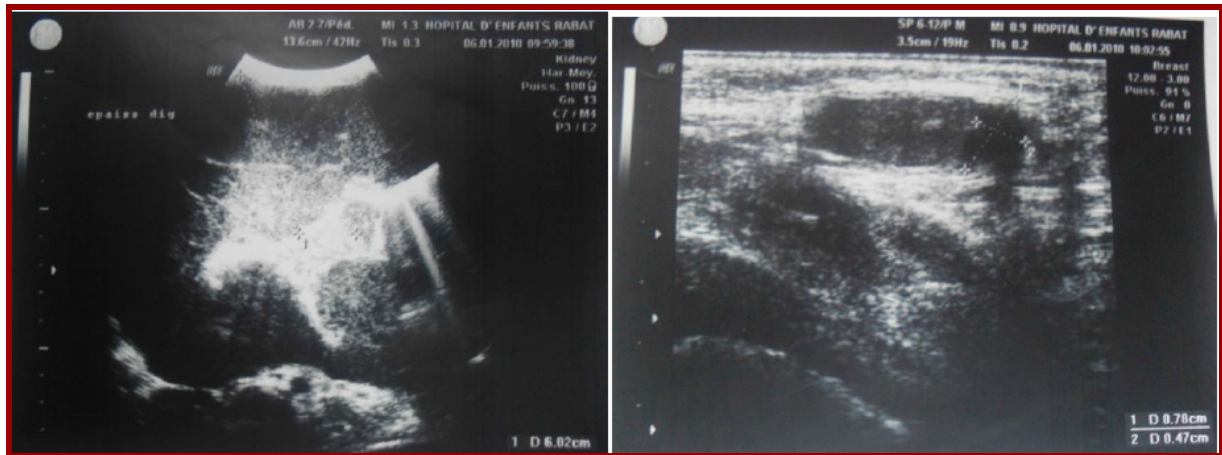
Images d'échographie abdominale .
